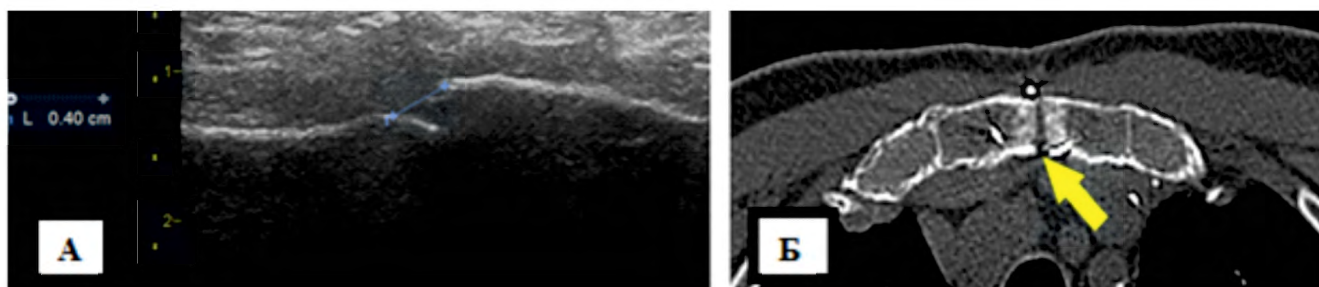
А – ультразвуковое исследование пациента без применения костно-пластического материала; Б – компьютерная томография пациента без применения костно-пластического материала
